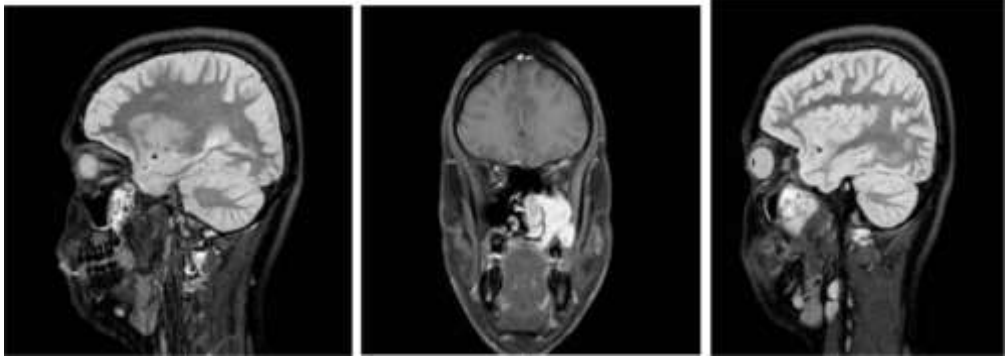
RMN: observamos cortes sagitales y coroneales del nasofibroma a nivel maxilar.
